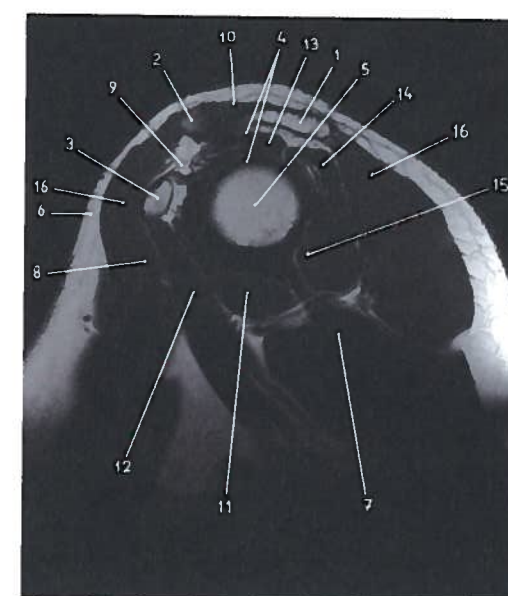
Corte RM sagital para estudo do ombro esquerdo
